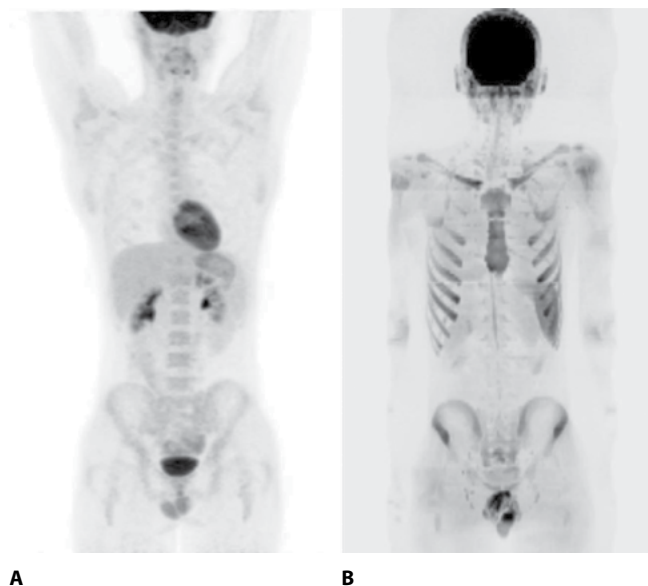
А – ПЭТ/КТ-исследование всего тела. 3D-реконструкция. Регресс метаболически активных лимфоузлов. Полный ответ на лечение; В – ДВ МРТ-исследование всего тела. 3D-реконструкция. Отсутствие патологически измененных лимфоузлов. Сохраняется повышенный физиологический МР-сигнал от селезенки и вещества кости
